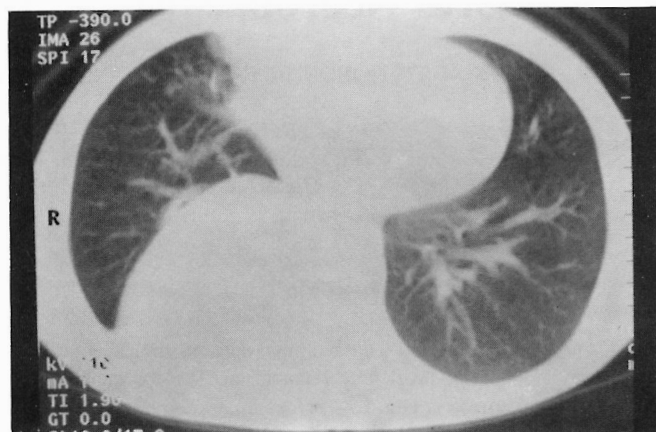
Tomografia axial computadorizada torácica.
